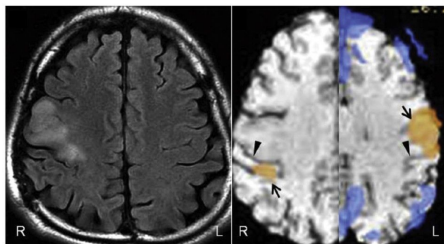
術前の fMRI によって浸潤性脳腫瘍の存在下において機能再構築の可能性が示唆された例。左、MRI FLAIR 像、右半球運動野に相当する部位に腫瘍を認める（高輝度陰影）、右、術前 fMRI、finger tapping に伴う活性化部位を示す（オレンジ、矢印）。腫瘍存在下（右半球）において、活性化部位の中心溝（矢頭）より後方へのシフトが認められ、運動野再構
